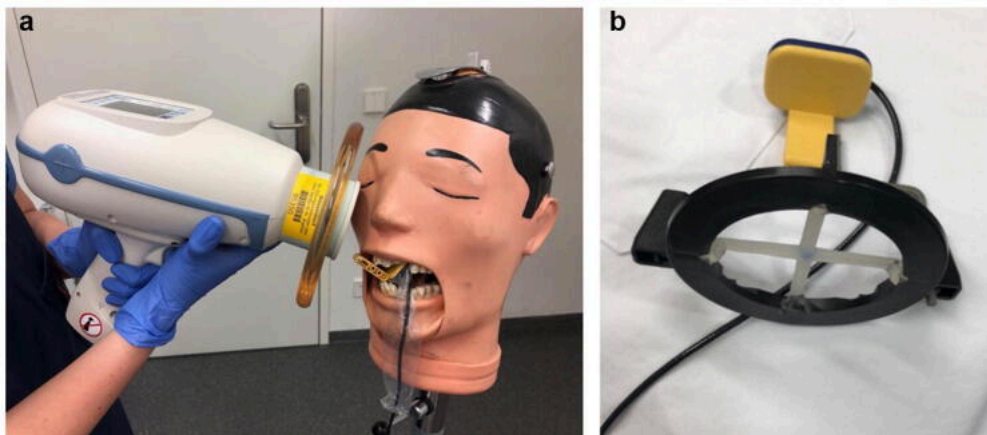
Dispositif de radiologie portative Nomad (Source : Nitschke J, Schorn L, Holtmann H, Zeller U, Handschel J, Sonntag D, et al. Image quality of a portable X-ray device (Nomad Pro 2) compared to a wall-mounted device in intraoral radiography. Oral Radiol. 2021;37(2):224-230)
